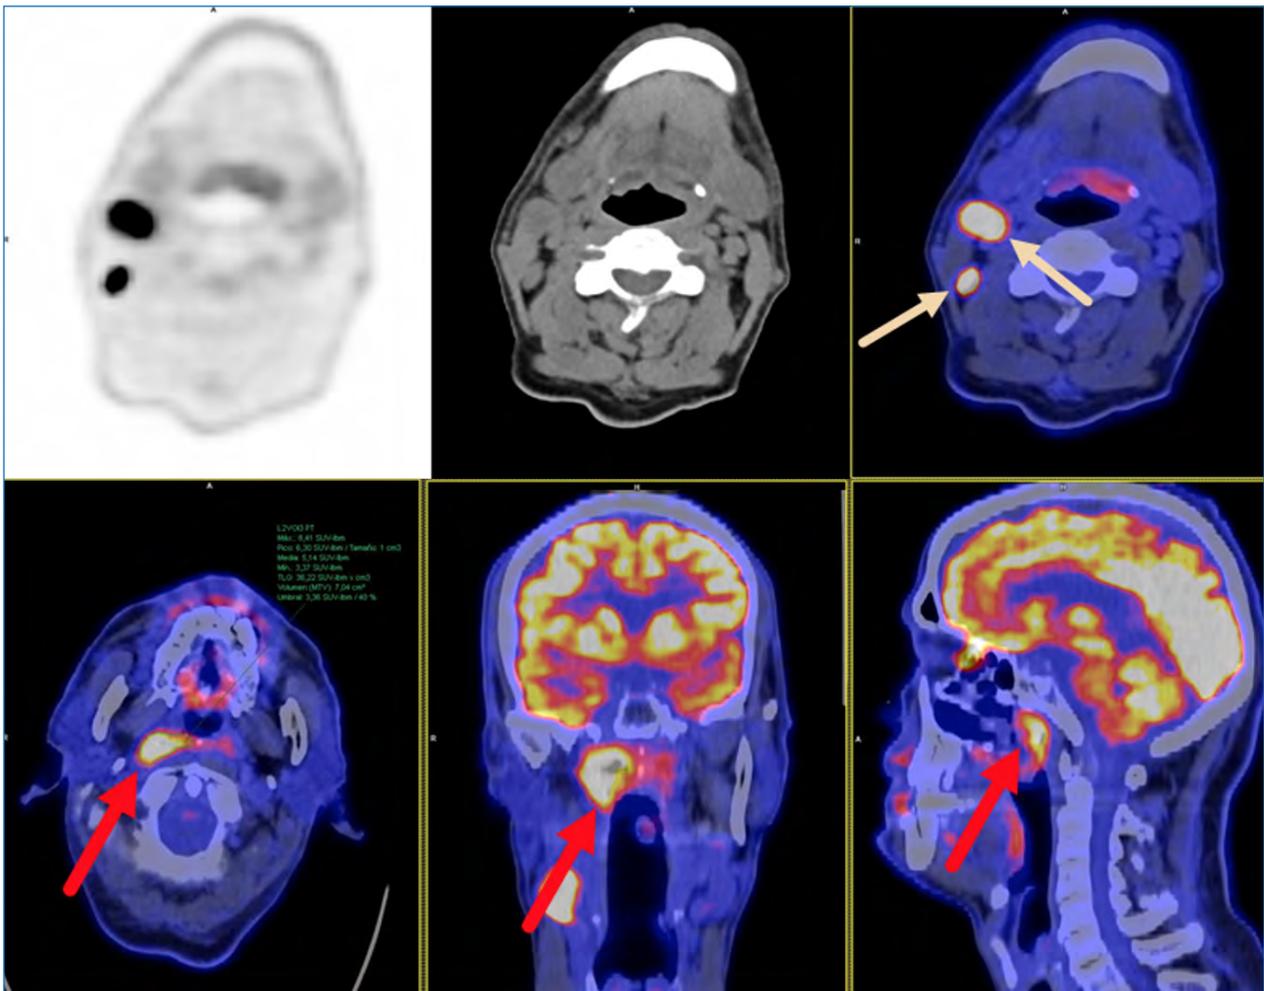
FDG PET/TC en un varón de 58 años con un nódulo cervical derecho detectado en la exploración física y con criterios de agresividad en su estudio ecográfico sin evidencia de tumor primario conocido. Las imágenes muestran las adenopatías laterocervicales derechas (flechas amarillas) junto a una tumoración hipermetabólica en nasofaringe derecha (flechas rojas) cuyo estudio histopatológico fue compatible con carcinoma linfoepitelial.
